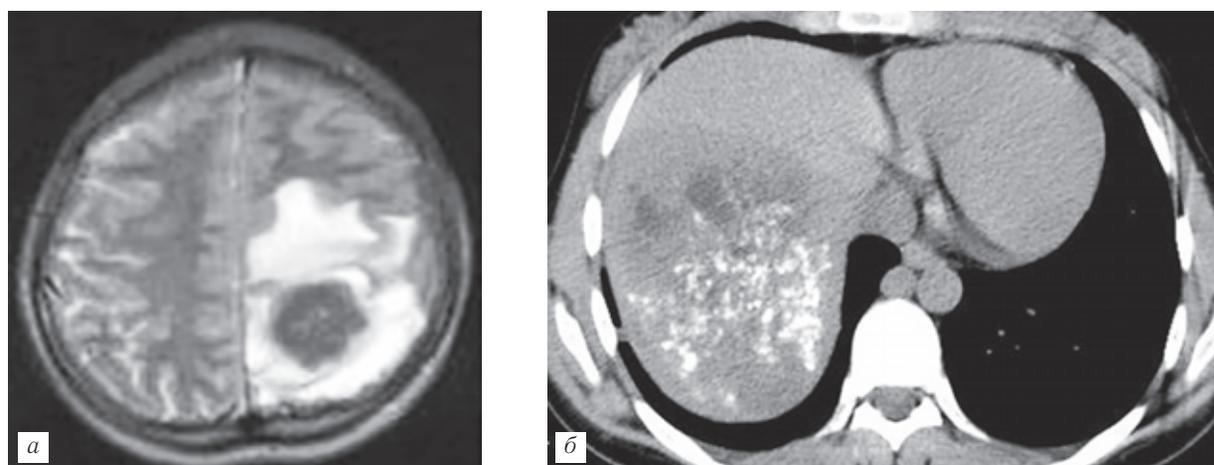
Женщина 19 лет. Альвеолярный эхинококкоз печени с метастазированием в головной мозг: солитарный альвеококковый узел в теменной доле слева с выраженным перифокальным отеком на МРТ (а), альвеококкоз печени на РКТ-изображении (б).
